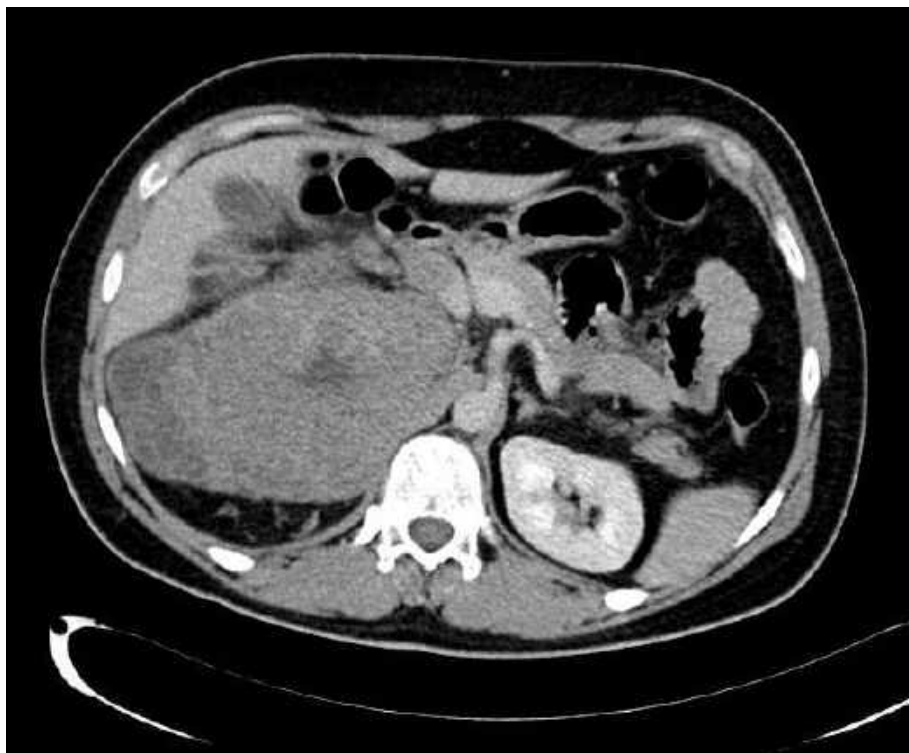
Tomografía computarizada abdomino-pélvica: masa renal derecha con trombo en la vena cava.
